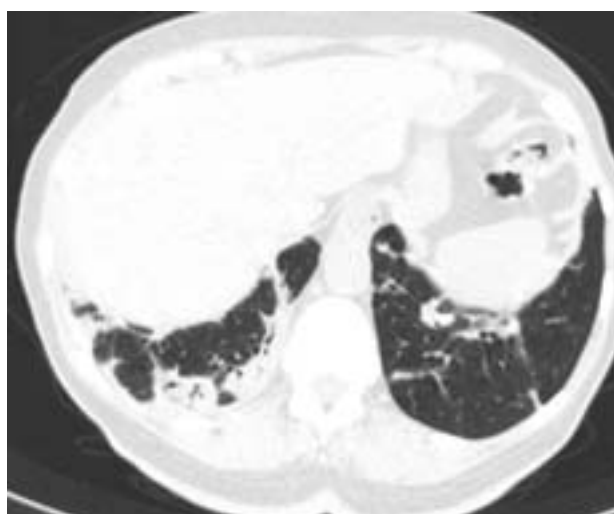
КТ органов грудной клетки пациентки после 2 нед терапии глюкокортикостероидами (23.03.2011 г.).
